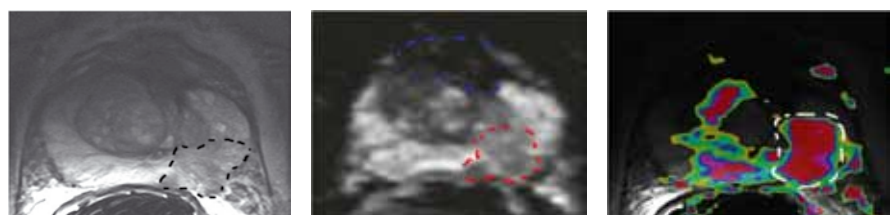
Мультипараметрическая МР-томография при РПЖ
